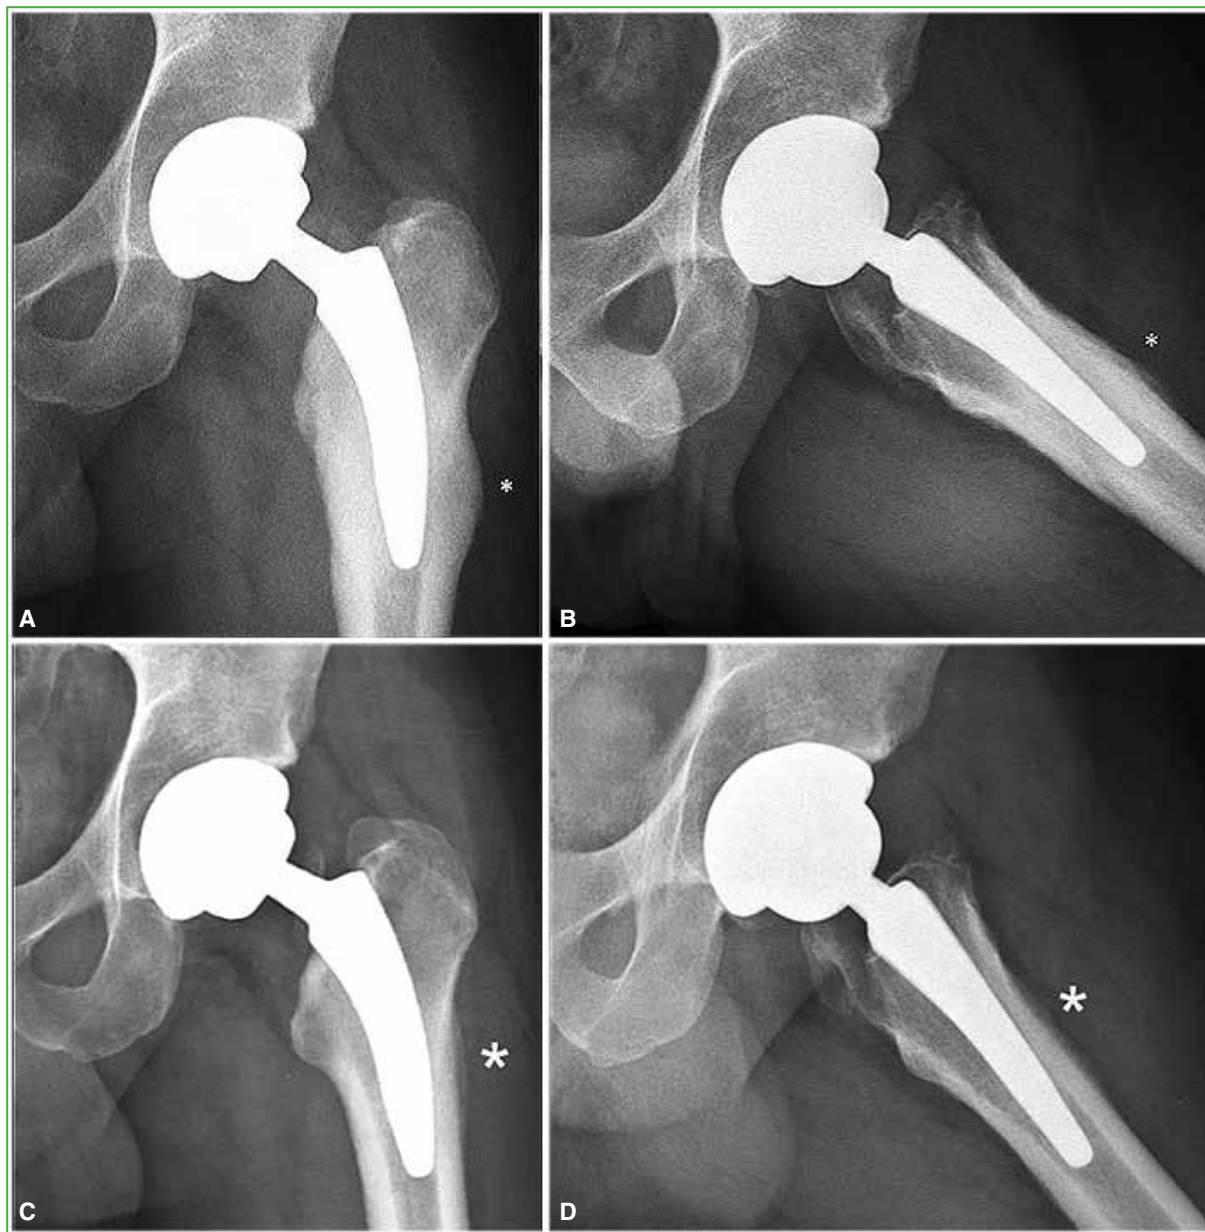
Radiografías anteroposterior (A) y lateral (B) de cadera del mismo paciente a los 8 meses de seguimiento. Se observan la remodelación ósea y la reacción perióstica ubicada en la cortical femoral lateral y anterior (*), que se correlacionó con dolor incesante exacerbado con la carga axial. No se aprecian signos de hundimiento o aflojamiento de la prótesis. Radiografías anteroposterior (C) y lateral (D) de cadera izquierda a los 2 años y medio de seguimiento. Se visualiza el callo hipertrófico (*), sin signos de aflojamiento del vástago. Paciente completamente asintomático.
